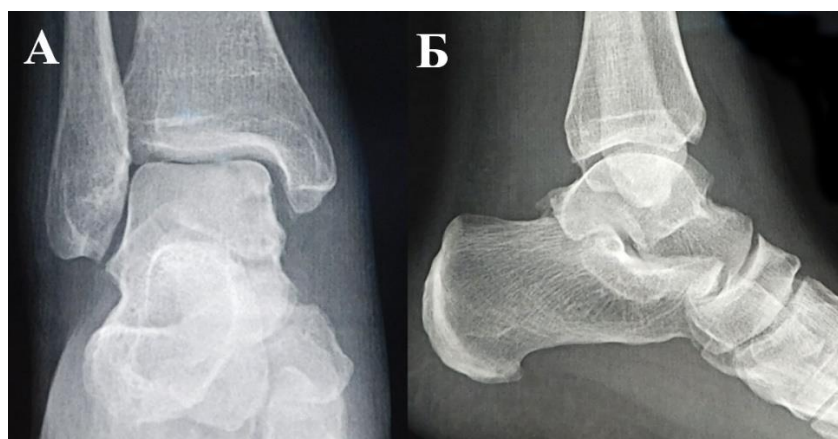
Пациентка Р., 38 лет. Предоперационные рентгенограммы правого голеностопного сустава пациентки с нагрузкой: А – прямая проекция, Б – боковая проекция.
